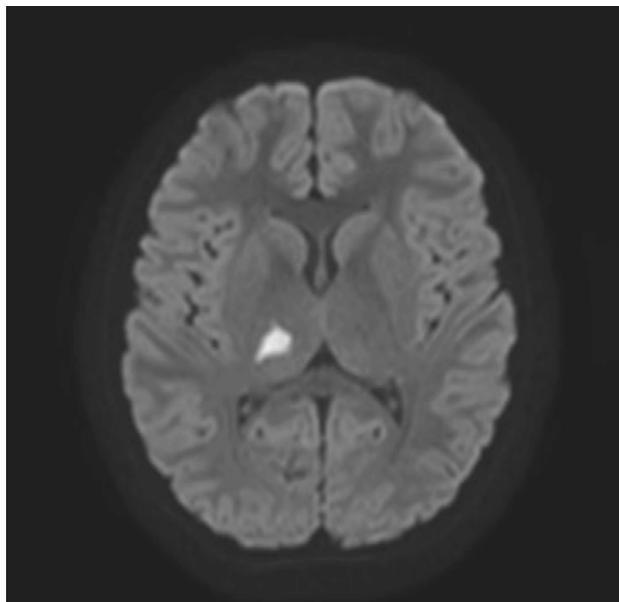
RM T2/FLAIR axial: hiperintensidad de unos 12 x 8 mm en tálamo derecho, sugestiva de infarto isquémico agudo.
